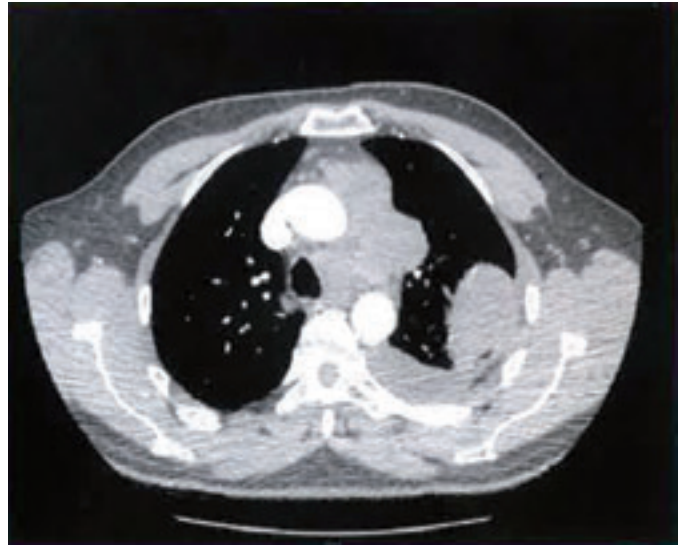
Imagen de la TAC torácica con signos de afectación pleural, pulmonar y mediastínica
